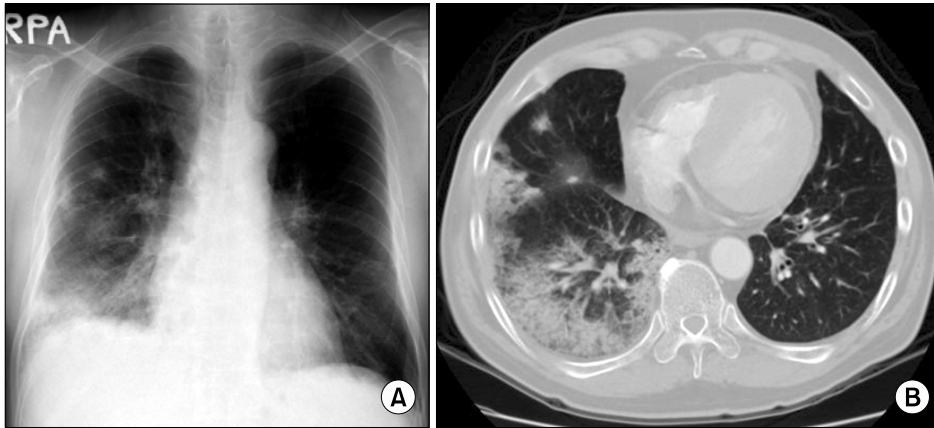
Radiographic findings after development of dyspnea. Chest X-ray (A) and chest CT (B) show multifocal patchy consolidations on the right lung.
